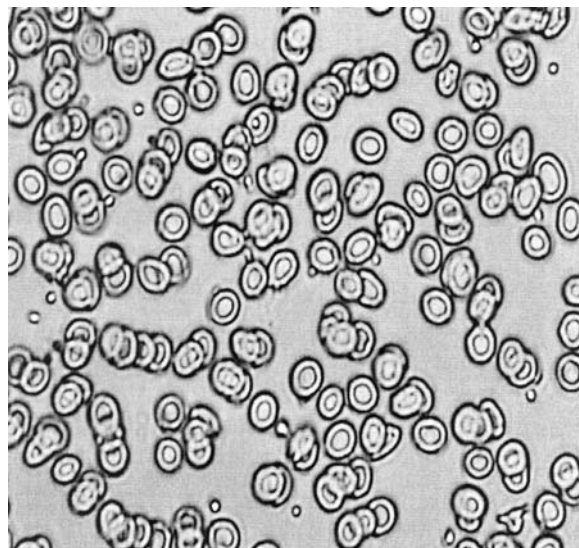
Ступінь деформації еритроцитів після курсу СКТ
